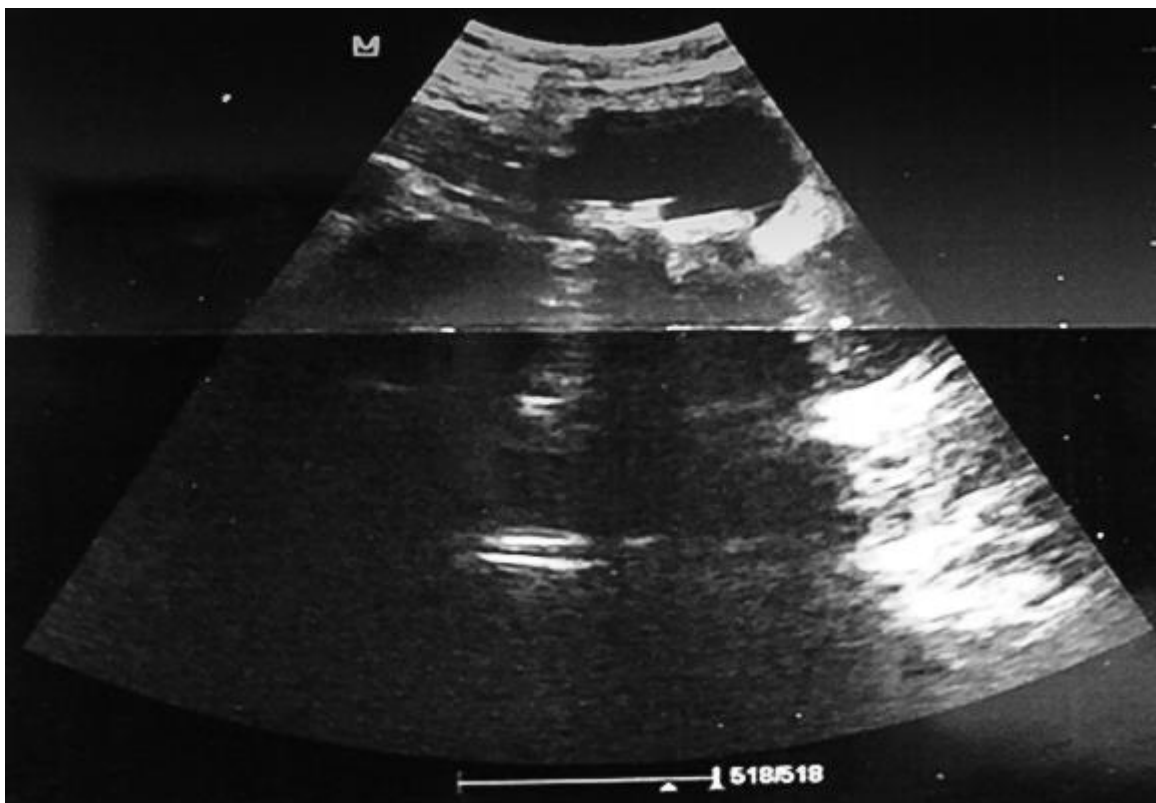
Imagen de ecografía de abdomen superior donde se observa dilatación de las vías biliares intrahepáticas y de la vesícula biliar; con presencia de litiasis en el interior de la vesícula biliar.
